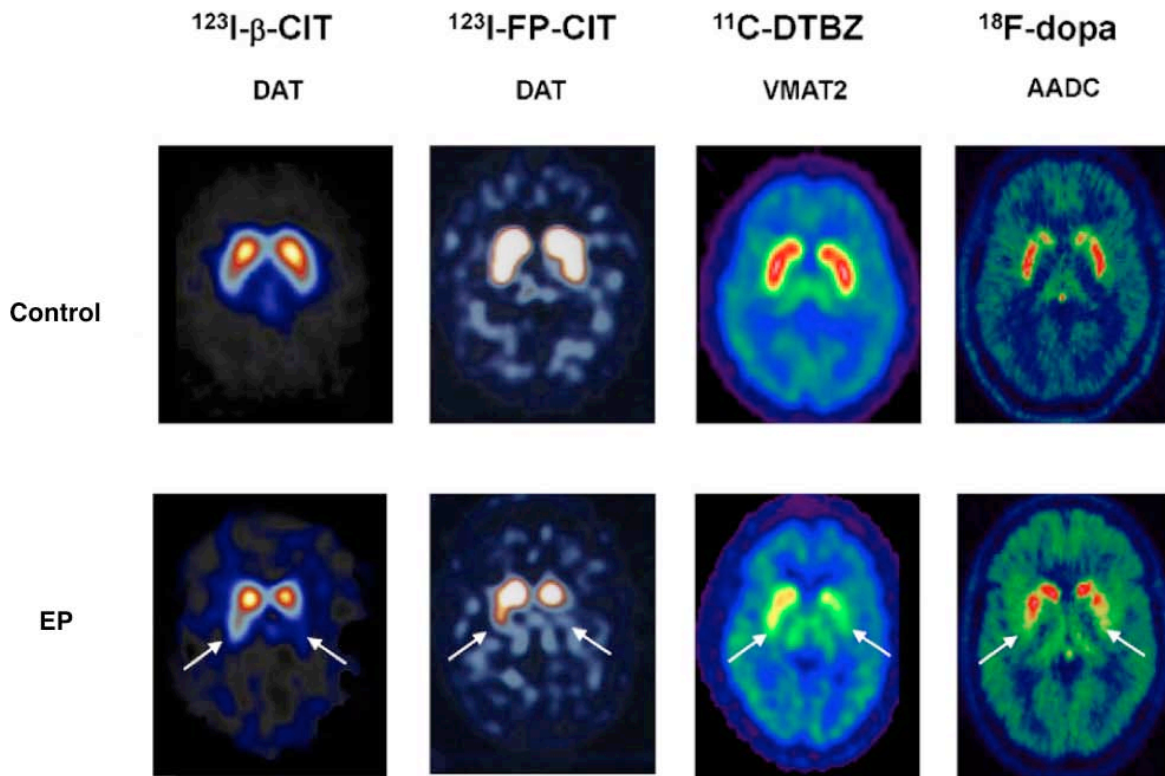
Imágenes de absorción en voluntarios sanos y EP en etapas tempranas utilizando SPECT beta-CIT estriatal (DAT: Transportadores dopaminérgicos presinápticos), SPECT FP-CIT (DAT), PET C-DTBZ (VMAT2) y PET FDOPA. Se puede ver que en las imágenes de las cuatro modalidades se muestra una función dopaminérgica reducida en la parte posterior del putamen de manera asimétrica. Tomado y adaptado de Brooks & Pavese (2012).
